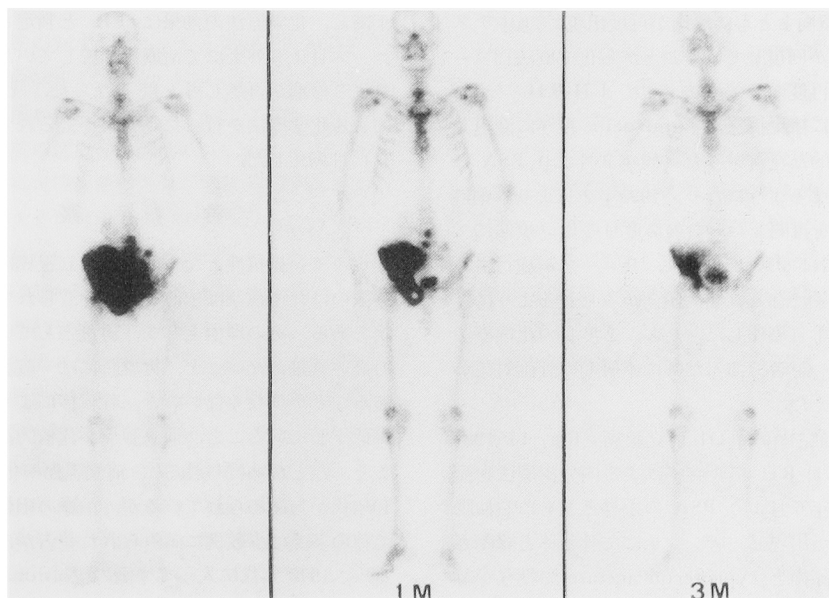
Case 1. Bone scintigrams before and after chemotherapy. Note that uptake areas markedly decreased after chemotherapy.
